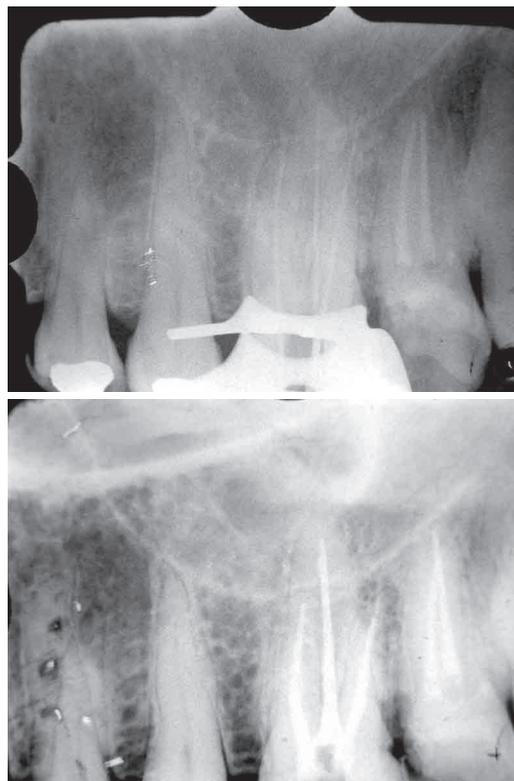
Caso 5 Odontometria e radiografia final.
